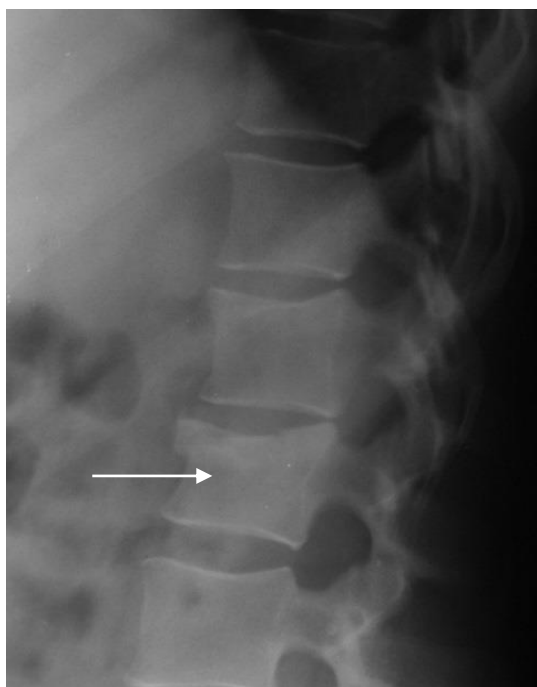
Рентгенограмма поясничного отдела позвоночника в боковой проекции. Тело L3 позвонка клиновидно деформировано (стрелка). Смещение позвонка отсутствует. Компрессионный перелом с компрессией преимущественно переднего отдела тела третьего поясничного позвонка
